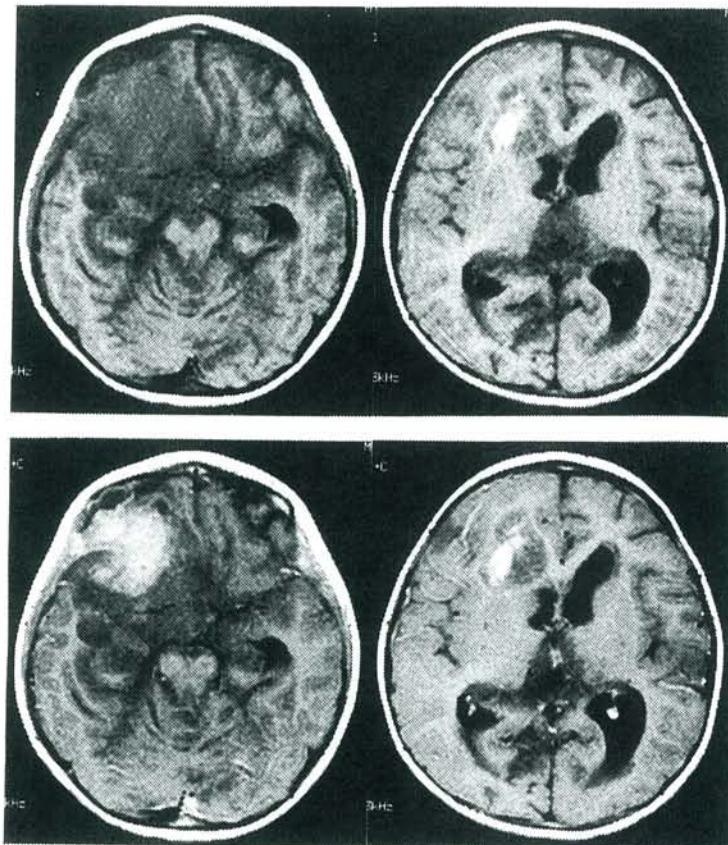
入院時頭部MRI：上段；T1(TR 420,TE 15)強調画像、下段；T1 強調画像 (gadolinium enhancement)
